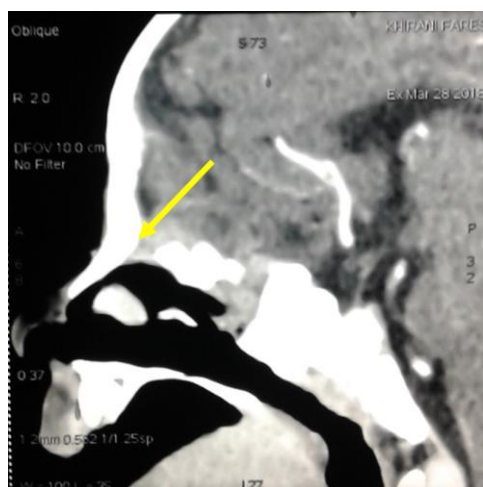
TDM du crâne objectivant une brèche ostéo-durale de la lame criblée (flèche jaune).
